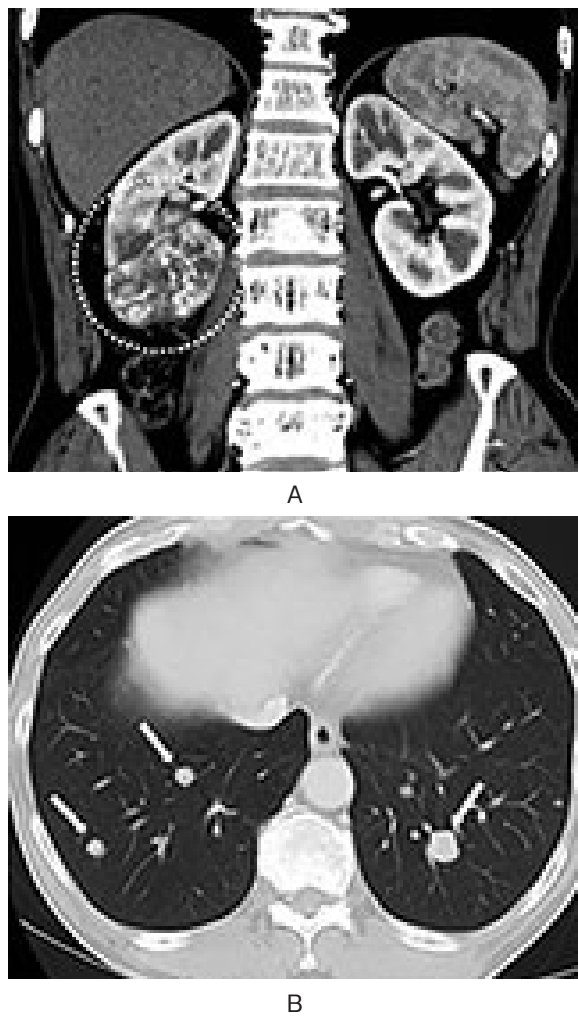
Abdominal and chest computed tomography at the initial examination: (A) A tumor at the lower pole of the right kidney showed early enhancement (dotted circle). (B) There were multiple pulmonary metastases (arrows).
